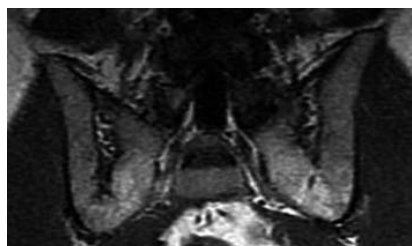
МР-томограмма КПС в полукорональной проекции (режим SE T1). Двусторонний хронический сакроилиит. Полный костный анкилоз в задних отделах КПС (слияние крестца и подвздошных костей в единый костный массив)
